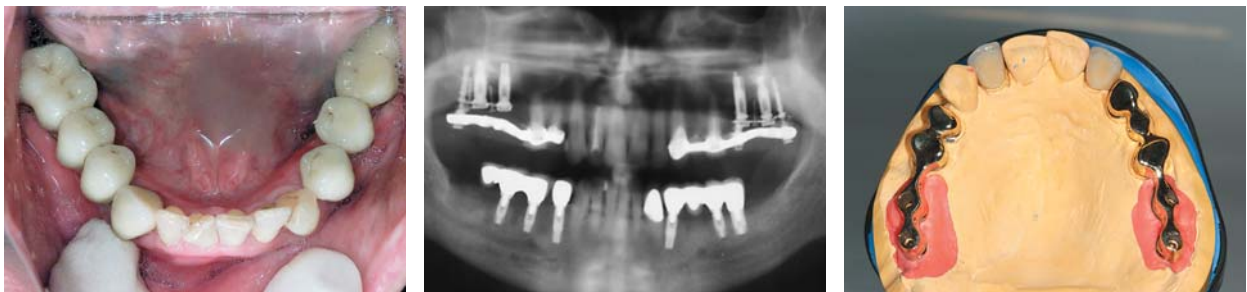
Okklusalanalyse der keramikverblendeten Versorgung in situ. – Abb. 21: Röntgenkontrolle im OPG nach Eingliederung der implantatprothetischen Versorgung des Unterkiefers und der Cercon-Krone in Regio 33. Deutlich erkennbare Zunahme der röntgenologischen Verschattung als Hinweis auf die knöcherne Regeneration im Bereich der Sofortimplantate in Regio 44, 45, 34. Das postprothetische Röntgenbild nach Unterkieferversorgung zeigte einen spaltfreien Sitz der Konstruktion mit einem optimalen Knochenniveau. Gleichzeitig zeigt das Röntgenbild die seit fünf Monaten in situ befindliche IPI-getragene langzeitprovisorische Versorgung im Oberkiefer. – Abb. 22: Modellsituation mit verblockten Primärteleskopen in der Okklusalanalyse auf Meistermodell und Cercon-Kronen 12 und 22.
